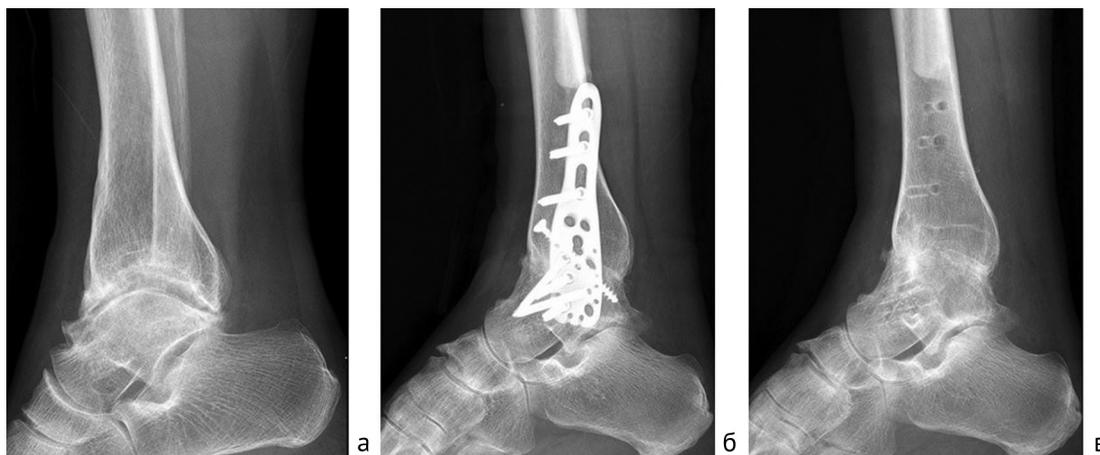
Рентгенограммы правого голеностопного сустава в боковой проекции пациента 45 лет. Динамика процесса артродезирования с фиксацией наkostной пластиной и винтами: а — до операции; б — 6-й месяц после операции; в — 12-й месяц после операции
